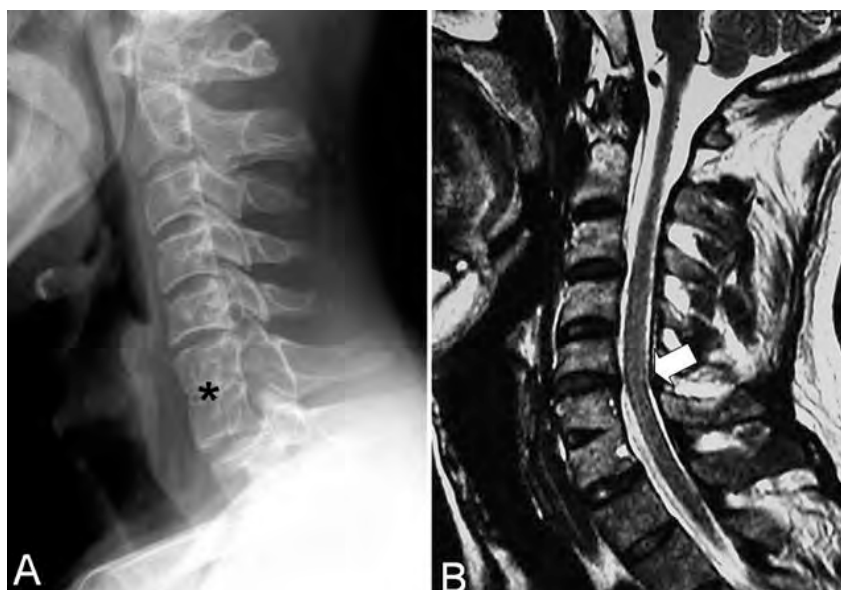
A) Radiografía lateral de columna cervical que demuestra una rectificación de la lordosis cervical fisiológica y un bloque vertebral congénito C6-C7 (asterisco). Se observa la fusión tanto de los somas como de los elementos posteriores del bloque y el estrechamiento central del bloque somático a la altura del teórico espacio discal, como suele ocurrir en las fusiones congénitas. B) Resonancia magnética, secuencia sagital *fast spin-echo* (FSE) T2. Señal medular prácticamente normal, con un leve realce mal definido de la señal del cordón medular, pero sin focos contusivos. Fenómenos degenerativos discales asociados en el nivel inmediatamente superior al bloque cervical que reducen ligeramente el calibre del canal central y que obliteran el espacio subaracnoideo (flecha).
